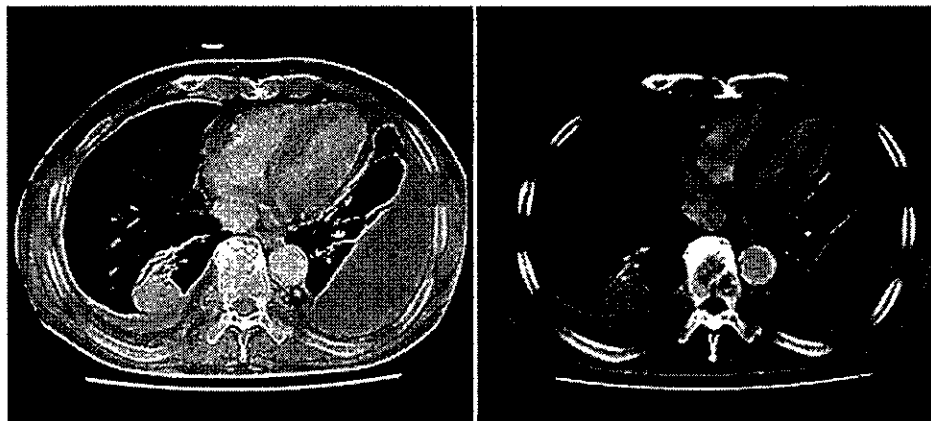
岡山労災病院初回入院時の胸部CT：左胸水が貯留し、左胸膜はほぼ全周性に肥厚しており、一部に軽度の不整を伴っている。少量の右胸水も認められ、comet-tail signを伴う円形無気肺も右肺底区に出現している。
